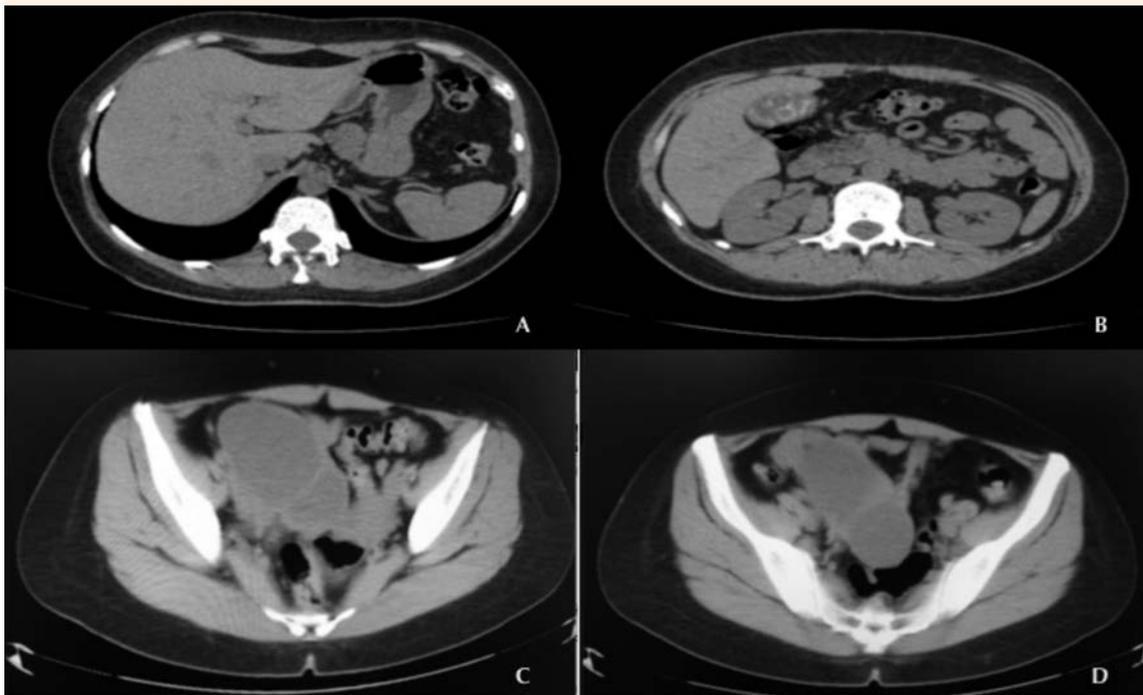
Tomografía axial computada sin datos de lesión infiltrativa en el estómago (A). Tomografía axial computada sin datos de lesión infiltrativa en el páncreas (B). Tomografía axial computada que muestra el endometrioma derecho (C y D).
